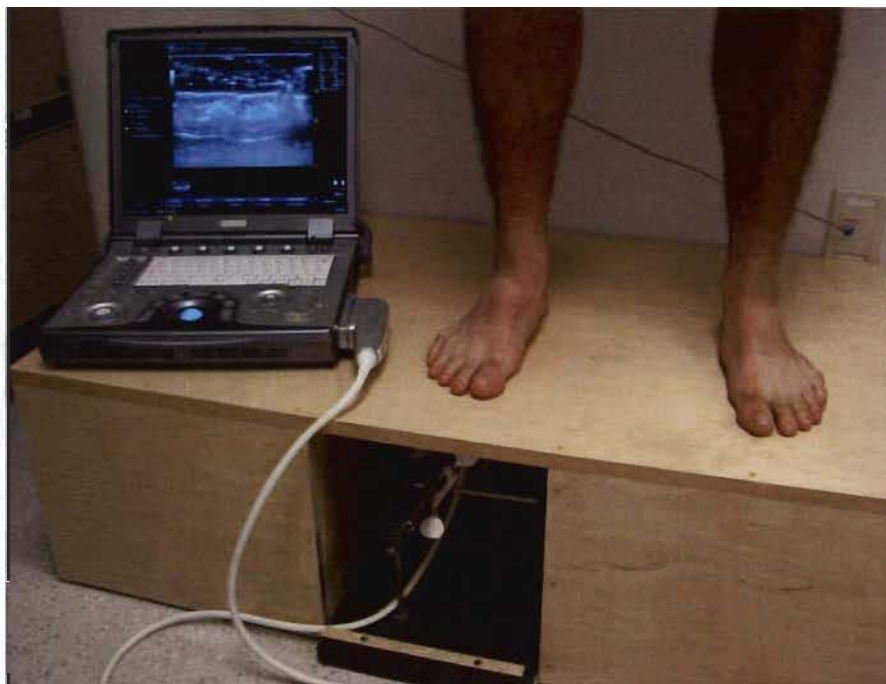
Ultrasonographie statique.
